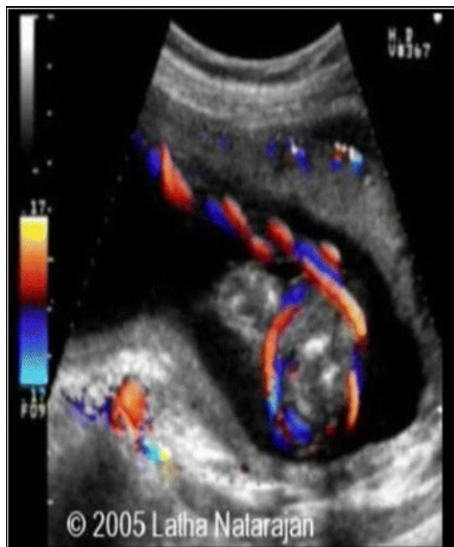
NC osservato con ecocolor Doppler.
